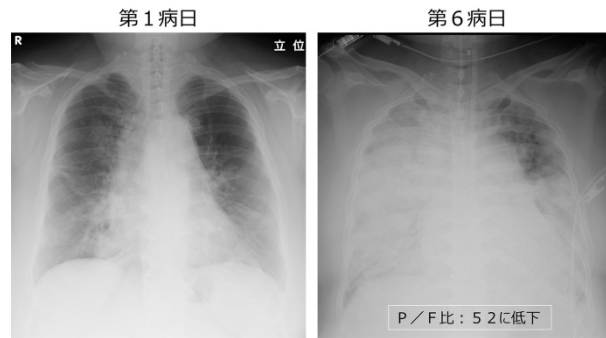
胸部X線の推移：第1病日(左)および第6病日(右)
